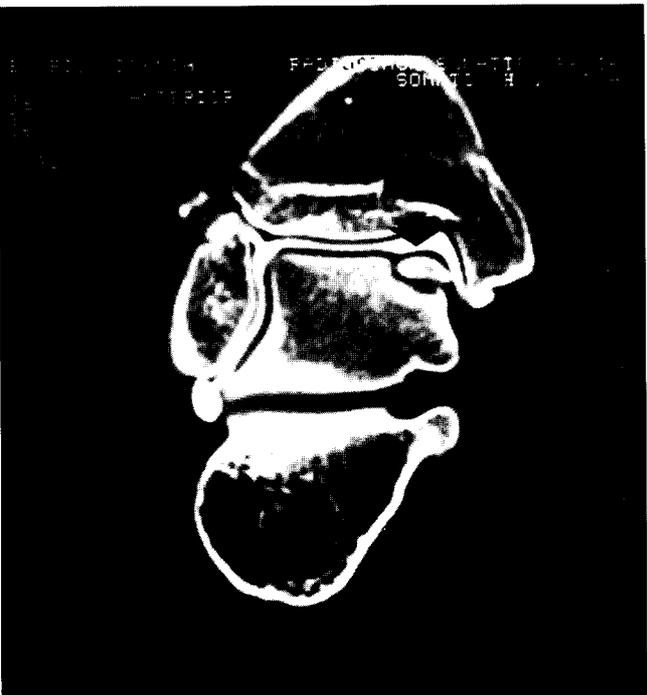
Osteocondrite dissecante di 1° grado dello spigolo interno dell'astragalo. Artro-TC: la cartilagine articolare è regolare per spessore e contorni (freccia).
